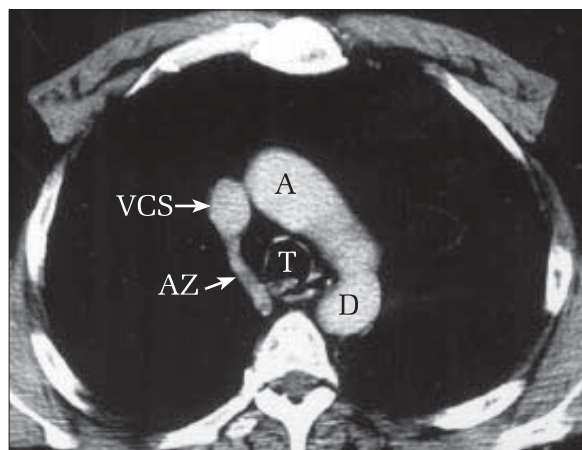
Secțiune axială CT la nivelul arcului venei azigos și ferestrei aortopulmonare. Se evidențiază: aorta ascendentă (A), aorta descendentă (D), vena cavă superioară (VCS), vena azigos (AZ), traheea (T), esofagul (E).
